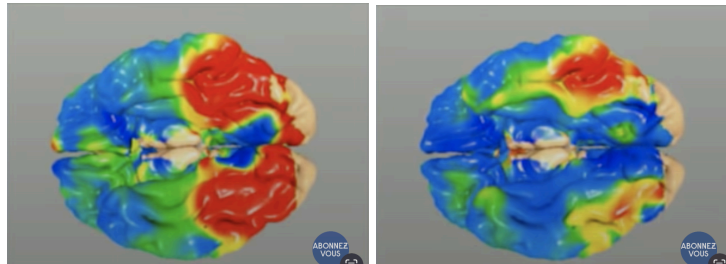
IRM Fonctionnelle du cerveau (mise en évidence de l'activité de cortex visuel en présence de la détection de graphèmes et de la latence de l'activité de la région WFA)
